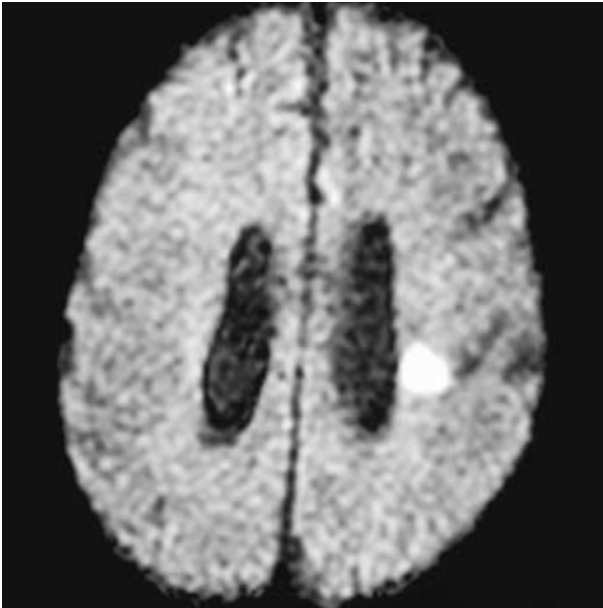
Axial diffusion-weighted MRI at 1 month after admission. The image shows high signal intensity in left corona radiata.
